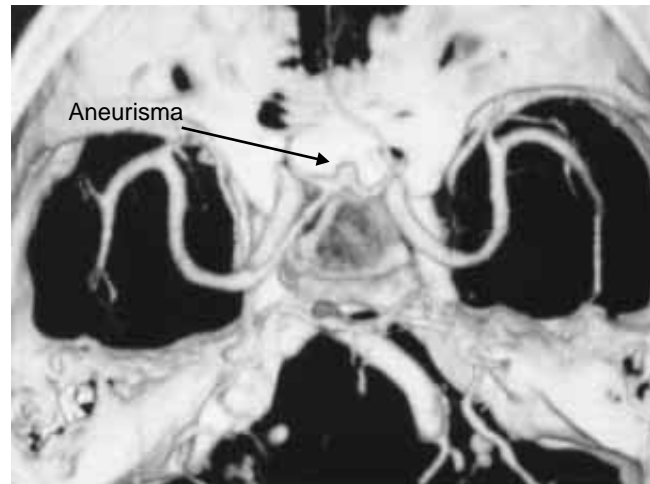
Angiotomografía en corte axial donde se logra observar lesión aneurismática hacia la circulación anterior, en comunicante anterior, con lesión tumoral hacia la silla turca.
